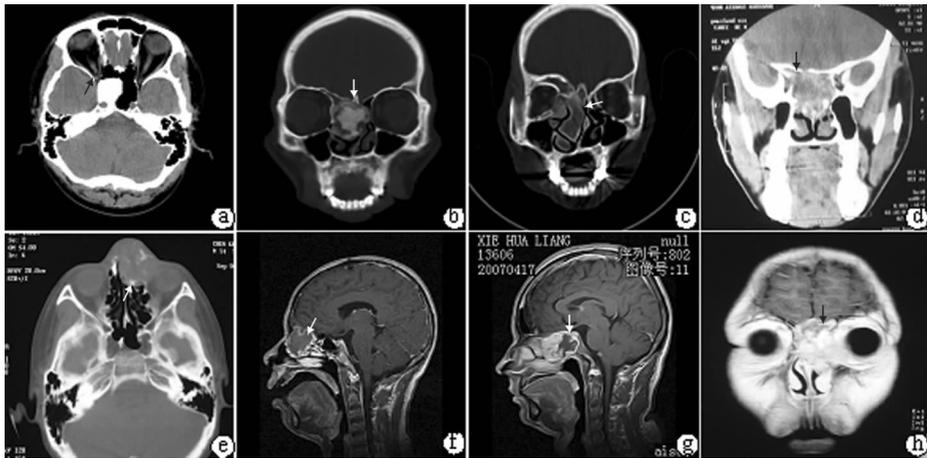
术前影像CT及MRI a:骨瘤,CT示右蝶窦内孤立高密度影,压迫右视神经(↑)。b:骨化纤维瘤,CT示前颅底骨壳包裹的类圆形肿块,破坏鼻中隔和鸡冠(↑)。c:骨纤维异常增殖症,CT示右中鼻甲、下鼻甲、眶内壁多骨增生肥厚,呈毛玻璃状(↑)。d:软骨瘤,CT示蝶窦肿块,内见钙化,鞍底骨缺损(↑)。e:骨母细胞性骨肉瘤,CT示前筛肿块,鼻骨及眶壁溶骨样变,内见散在点状成骨(↑)。f:骨化纤维瘤,MRI增强,示病灶周边有强化带,中央强化不明显(↑)。g:软骨瘤,MRI增强,不均强化明显,中间见斑片状不强化区(↑)。h:骨母细胞性骨肉瘤,MRI增强,示不均匀明显强化,侵犯前颅底及眼眶(↑)
